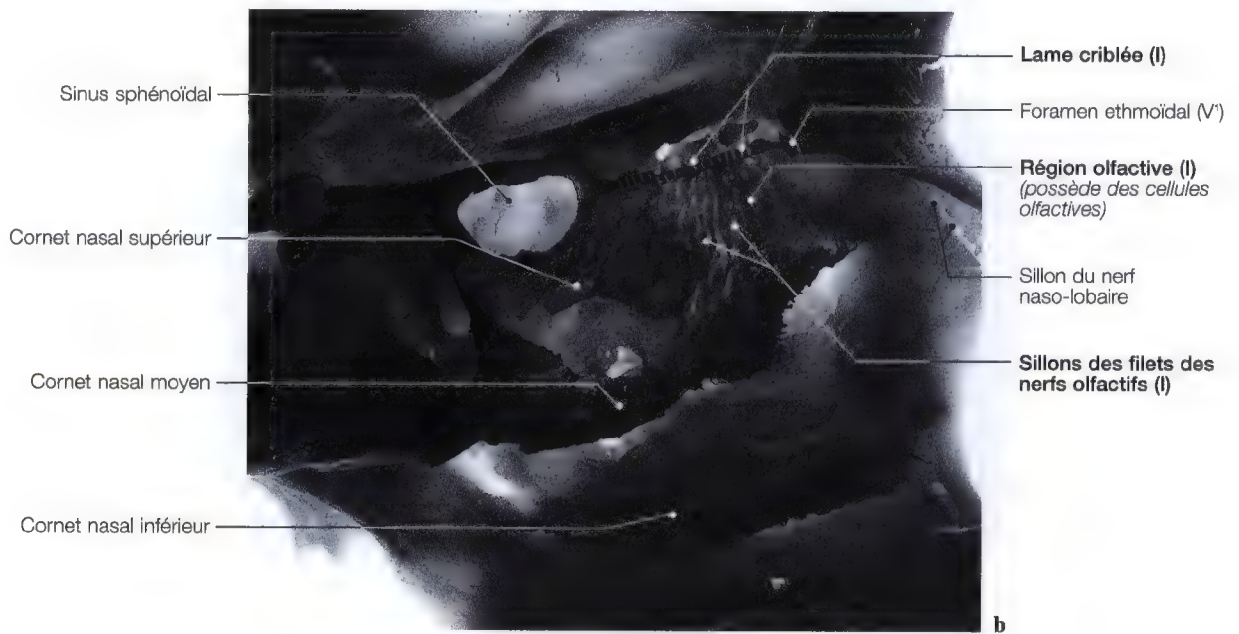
b, c. Vues sagittales de la lame criblée et du bulbe olfactif; coupe sur pièce anatomique (b); imagerie par résonance magnétique (c). (IRM: Pr. C. Marsault, Dr. M. Sahel, Hôpital Salpêtrière, Paris, France)
